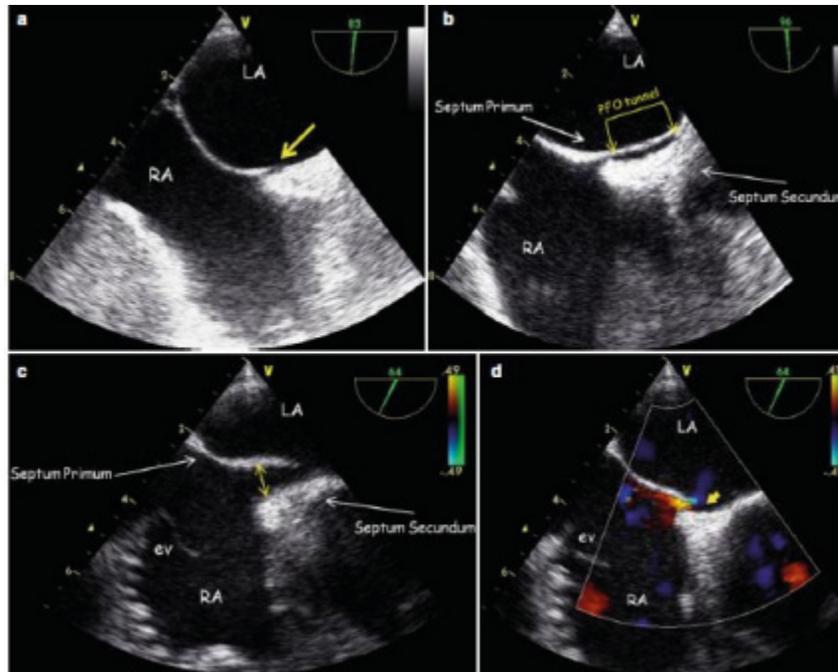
Evaluación de la morfología del FOP mediante ETE. A: FOP con un túnel corto (flecha amarilla). B: FOP con túnel largo. C: Gran separación entre *septum primum* y *secundum*, configurando un FOP grande (flecha de dos puntas). D. Doppler color que evidencia FOP con *shunt* de izquierda a derecha en condiciones basales (flecha amarilla). RA: Aurícula derecha, La: Aurícula izquierda, EV: Válvula de Eustaquio. Fuente: Amin A, Tobis J, Sievert H, Carroll JD. *Patent Foramen Ovale*. Londres, Springer-Verlag 2015, p. 35.
